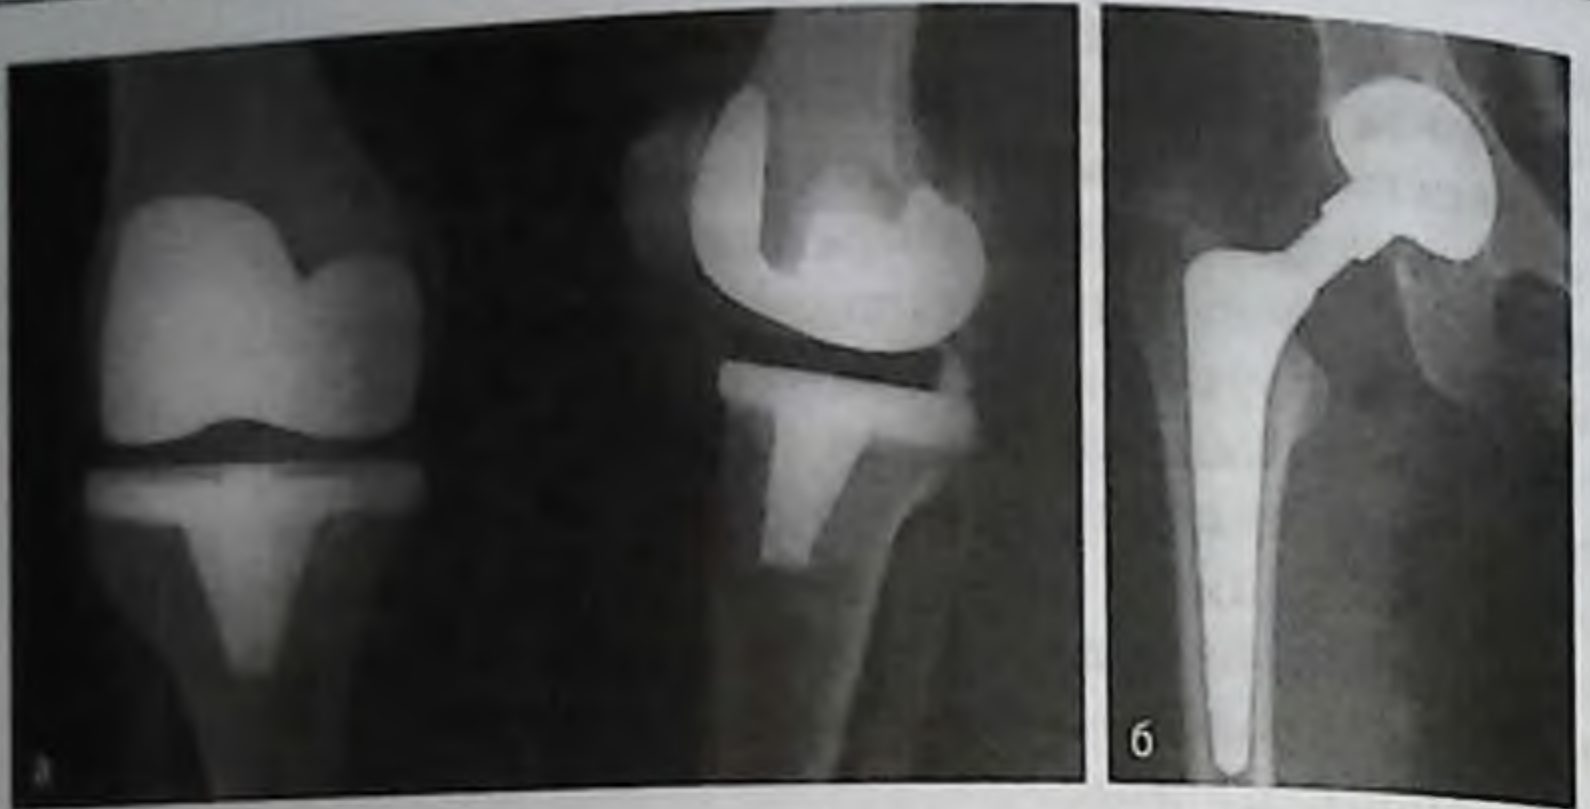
Рентгенограмма коленного сустава после операции эндопротезирования (боковая и прямая проекции) (а); рентгенограмма тазобедренного сустава после операции эндопротезирования (прямая проекция) (б)
